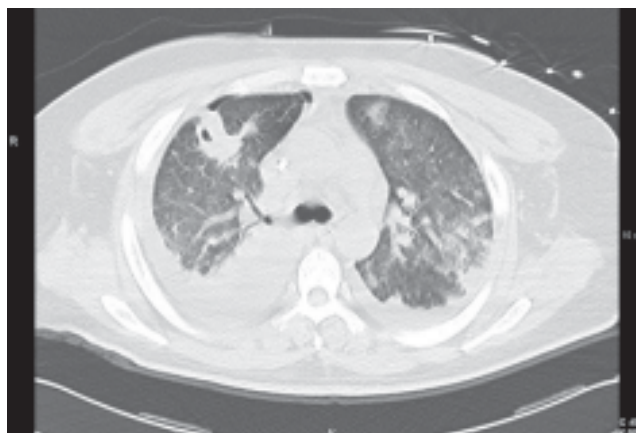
TAC tórax. Neumonía de focos múltiples y derrame pleural bilateral con predominio de lado derecho. 09/02/2006.
